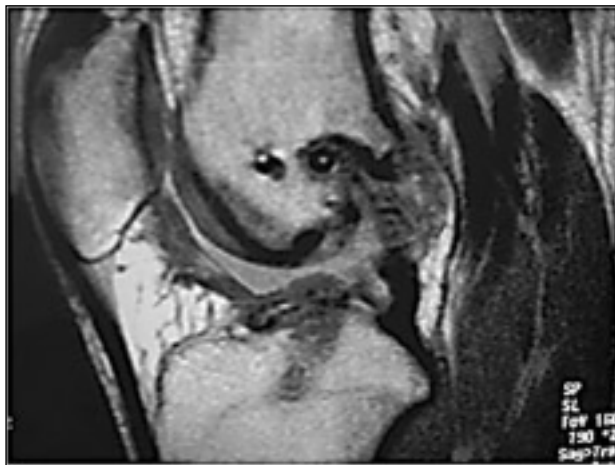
Imagen RMN con ruptura de plástica LCA
